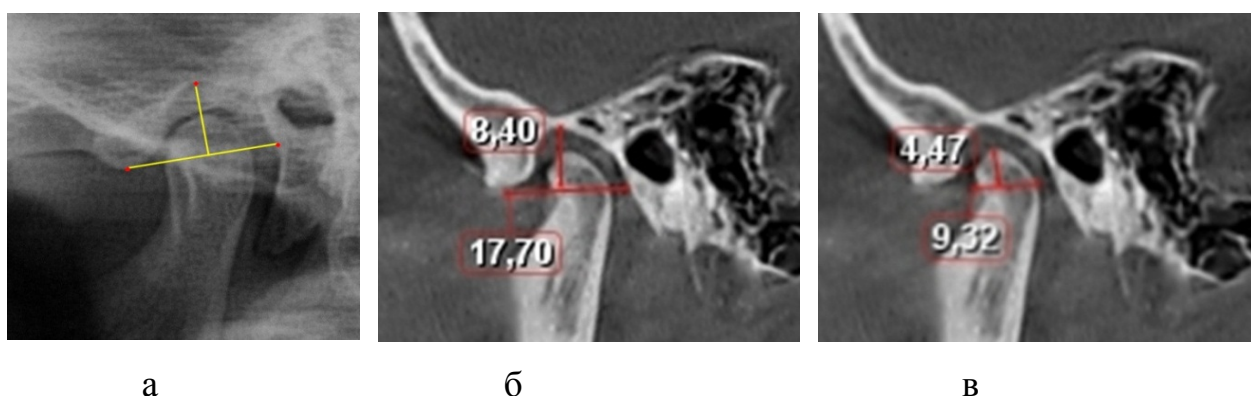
фотография рентгенограммы (а) и фотографии фрагментов томограмм с параметрами ямки (а) и головки (б) при физиологической окклюзионной норме
